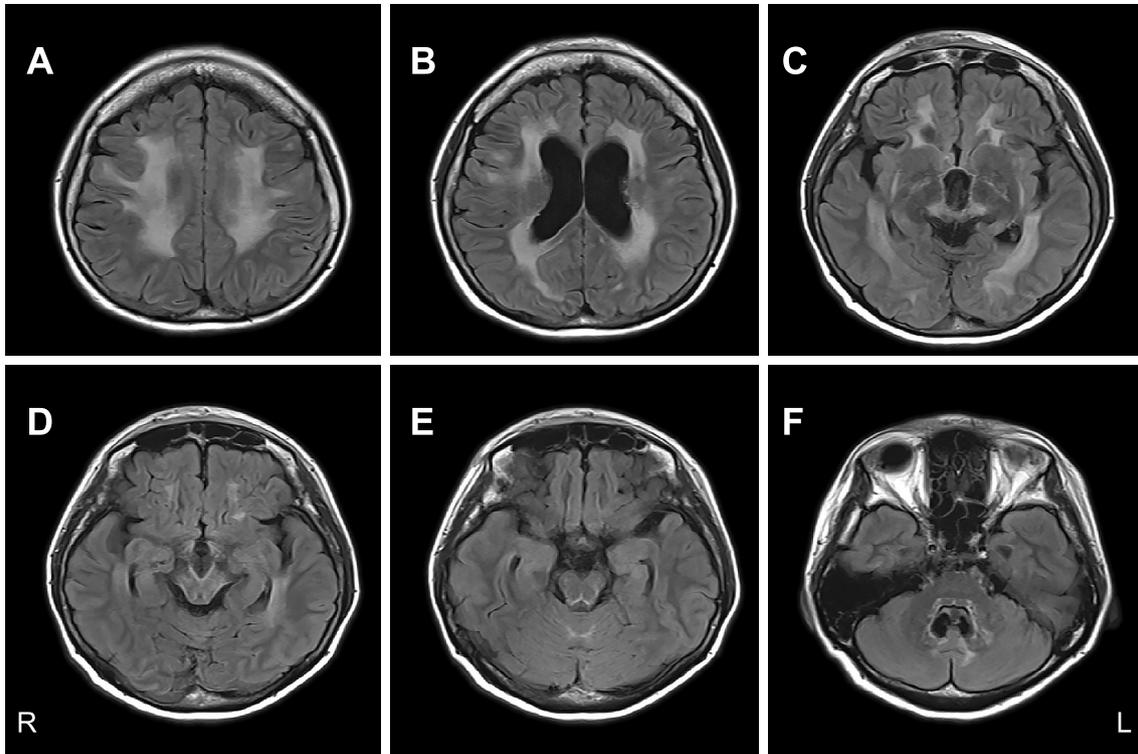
Brain MRI findings of this case.
